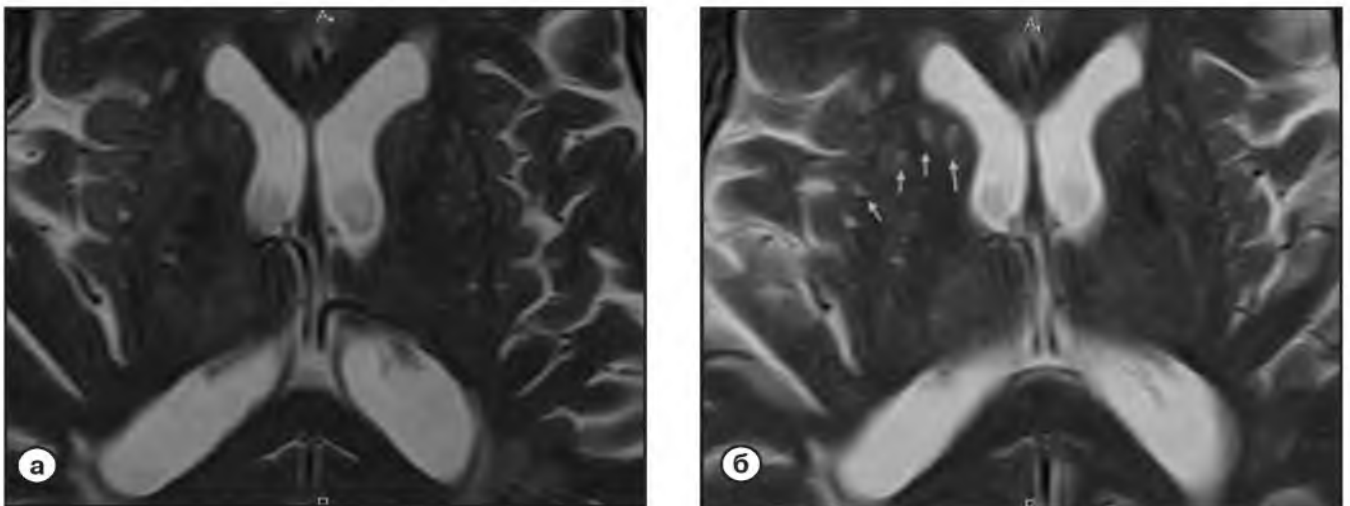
Дооперационная (а) и послеоперационная (б) МР-томограммы головного мозга, в T2- взвешенном режиме, на уровне середины тел боковых желудочков. Изначально единичные очажки ишемических нарушений в бассейне СМА справа становятся существенно более многочисленными на послеоперационном томосрезе (отмечены маленькими бирюзовыми стрелками).
